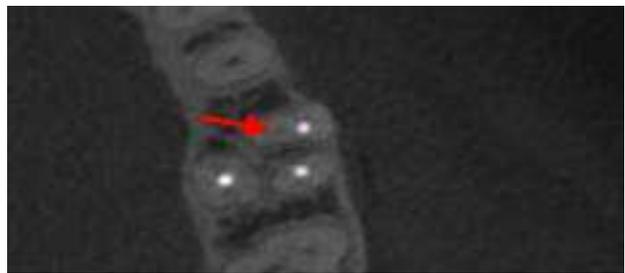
(b) : CBCT réalisé en amont de la consultation en prévision d'une chirurgie orthognathique, montrant un second canal mésio-vestibulaire qui n'a pas été traité lors du traitement endodontique (flèche rouge).
